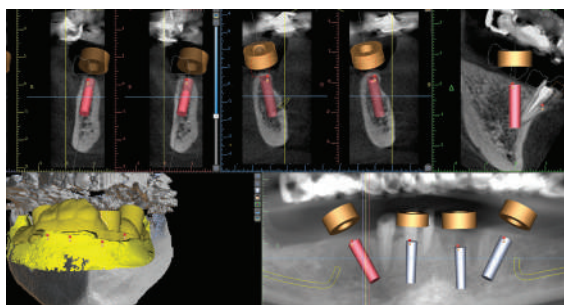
Triangularea modelului virtual pe tomografie.
